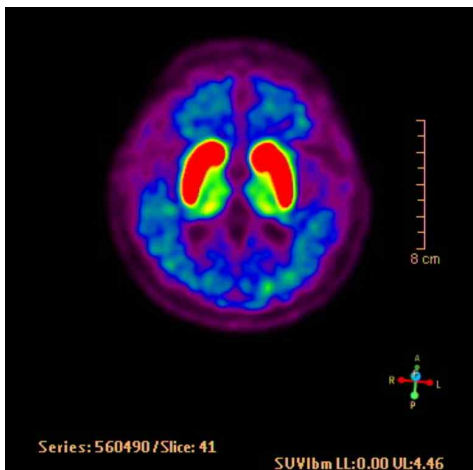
PET (positron emission tomography; transverse view)
